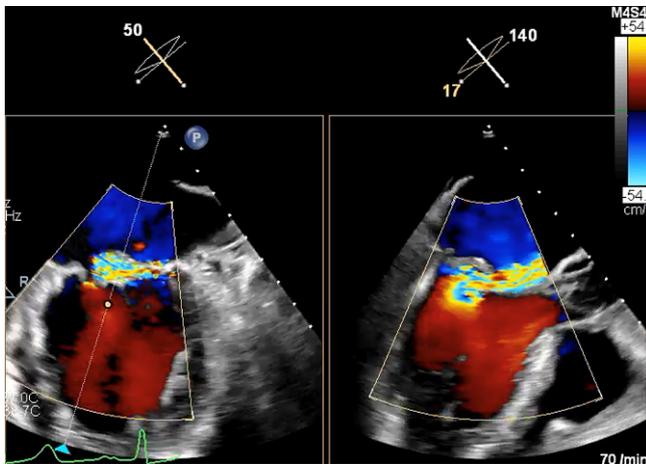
▲ Biplane Farb-Doppler-TEE(transösophageale Echokardiographie)-Darstellung einer schweren Mitralinsuffizienz (MI) aufgrund eines „flail leaflet“ des Segments P2 des posterioren Mitralsegels; *links* interkommissurale Schnittebene, *rechts* longitudinale Schnittebene mit erkennbar exzentrischem, breiten MI-Jet. Die zugehörigen Videos 1a und 1b finden Sie im Zusatzmaterial online
